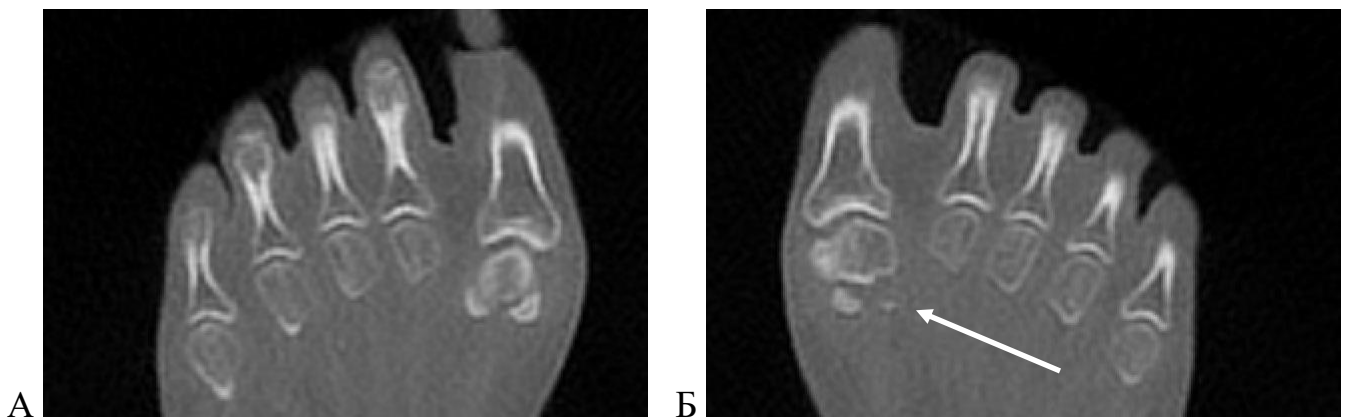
КТ сканы пациента В., через 5 лет после операции: А – фронтальная проекция правой стопы; Б – левая стопы, в проекции удаленной малоберцовой сесамовидной кости
